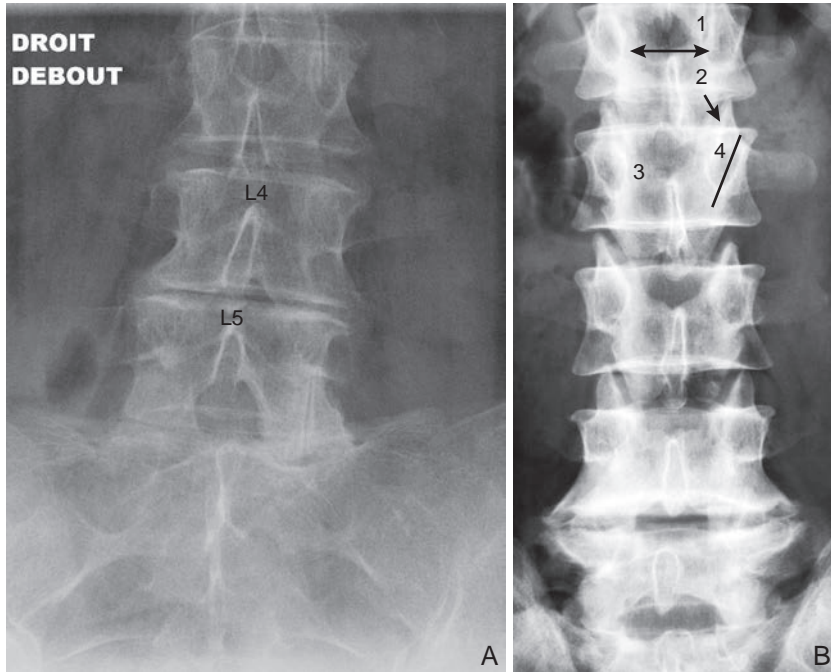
Radiographie de rachis lombaire de face montrant des signes de : A. un rétrécissement de l'espace intervertébral L4-L5; B. un canal lombaire rétréci.
